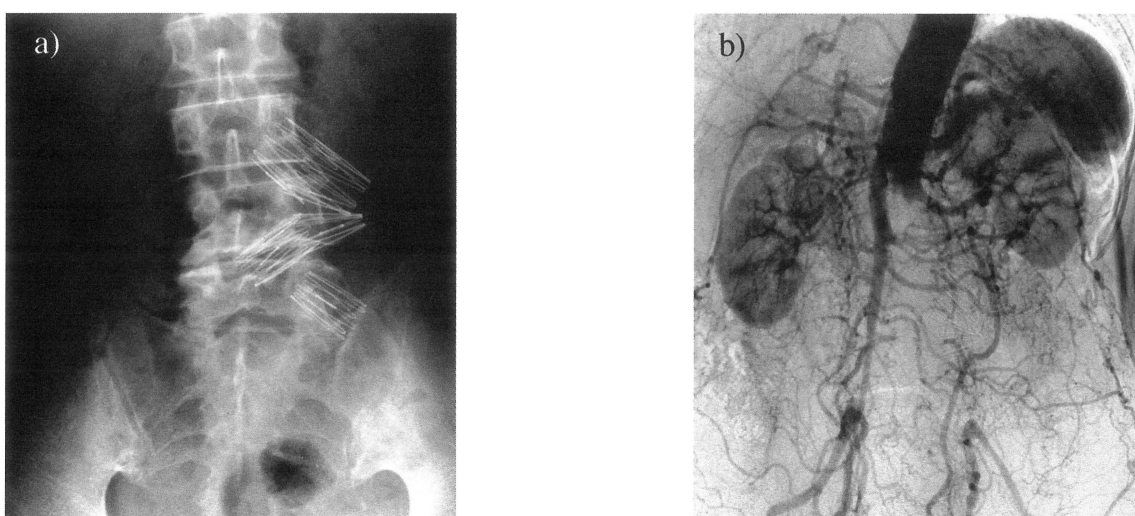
a) Plain abdominal X-ray Stent-graft was kinked and migrated.
